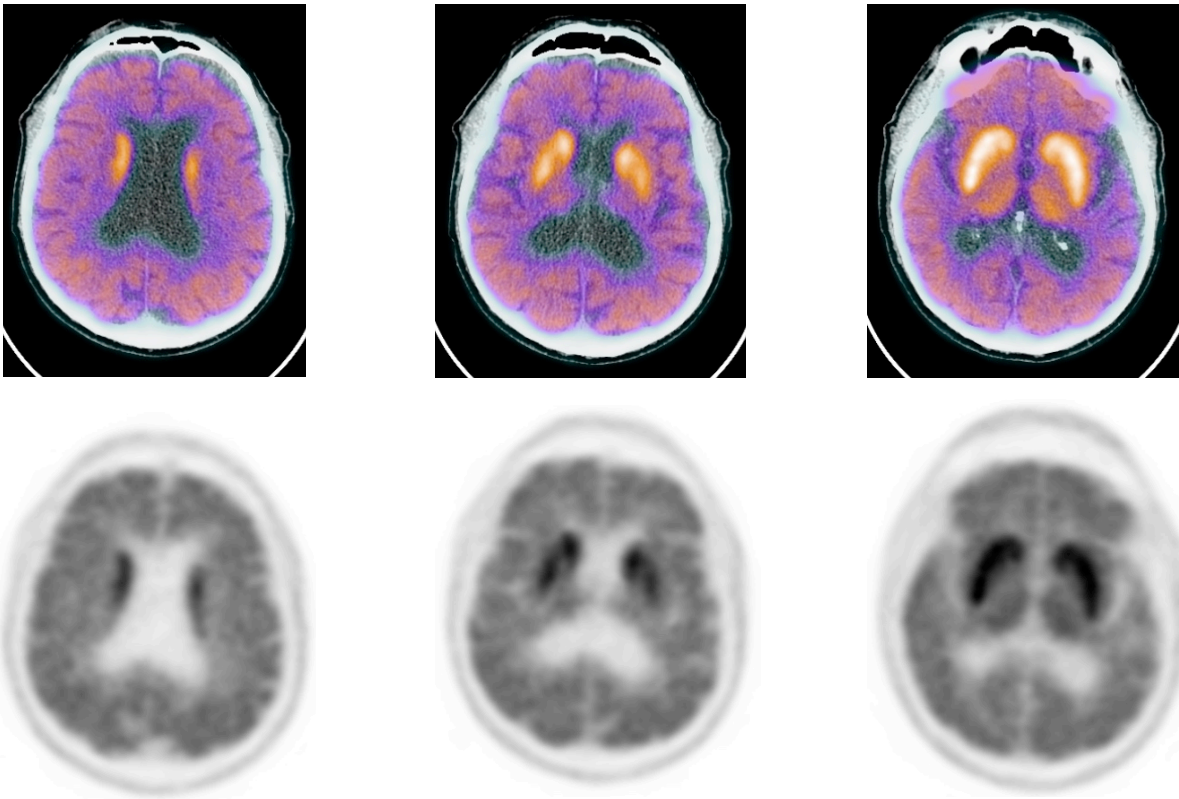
Estudio PET/CT en un paciente sin enfermedad de Parkinson. Nótese la hipercaptación simétrica y homogénea a nivel del núcleo lenticular y caudado
